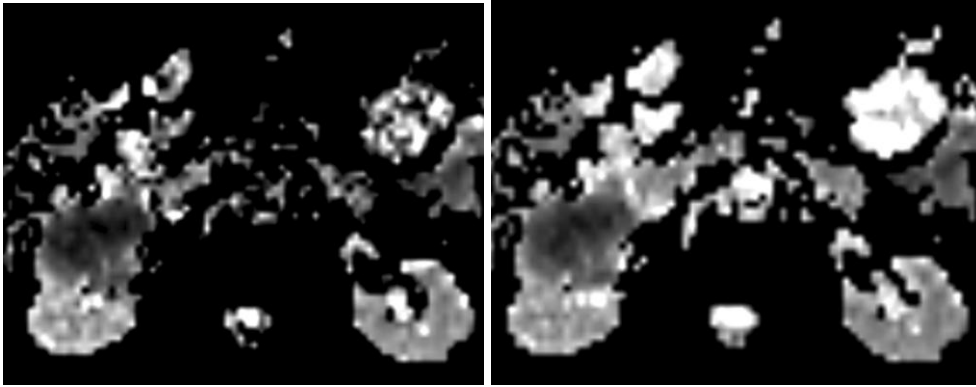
66-yaşında erkek olgu, her iki böbrek alt polünde grade IV renal hücreli kanser mevcut. (A) Koronal T2-ağırlıklı görüntüleme heterojen, hiperintens, hipointens lezyonları gösteriyor. (B) Aksiyal DA-MRG izo-hiperintens, (C) Aksiyal ADC haritasında minimal hipointens lezyon. (D) İkinci lezyon belirgin kısıtlanmış difüzyon nedeniyle hipointens. ADC değeri lezyon seviyesinde $1,34 \times 10^{-3} \text{ mm}^2/\text{s}$, normal böbrek parankiminde $2,31 \times 10^{-3} \text{ mm}^2/\text{s}$ ölçüldü.
